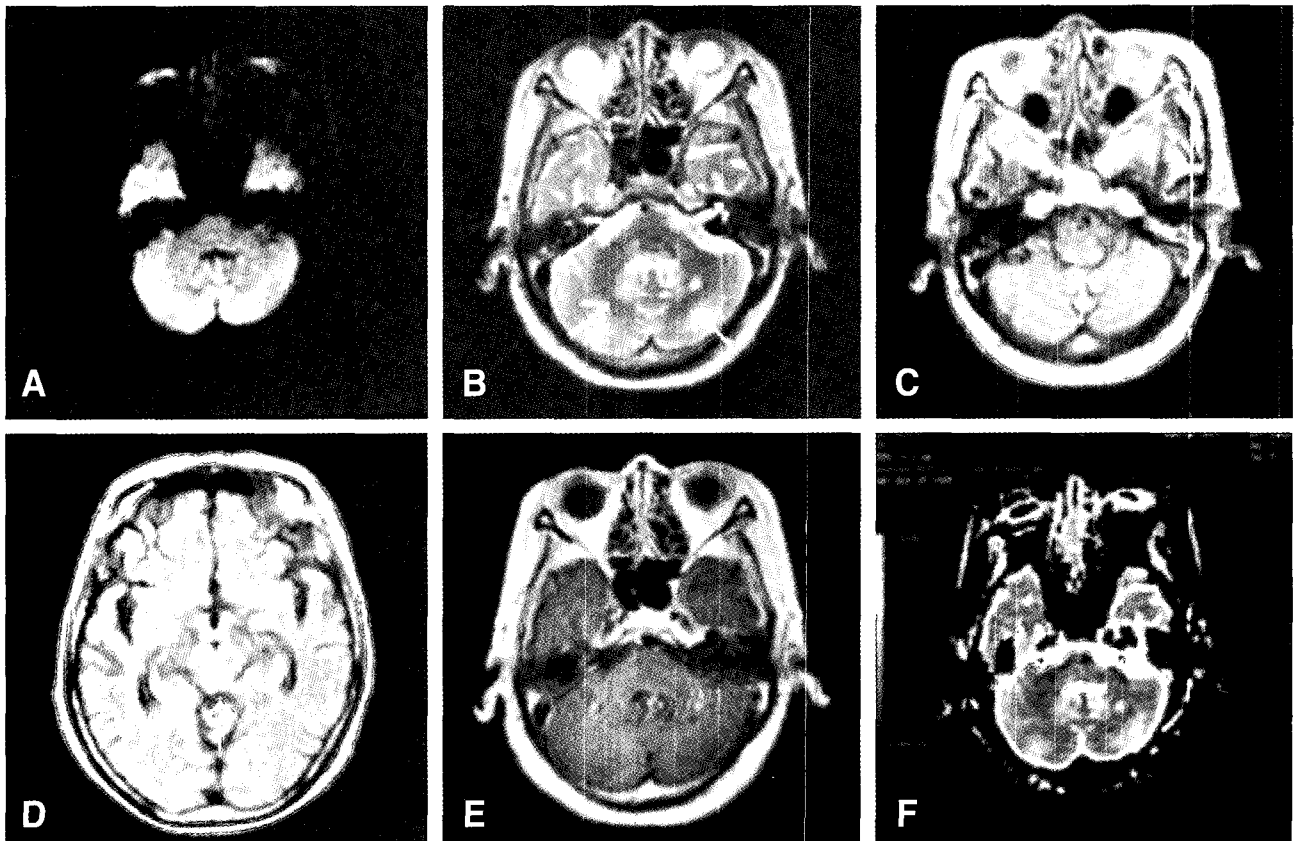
T2WI (B) and FLAIR image (C, D) show high signal intensity in bilateral dentate nucleus of cerebellum, posterior medulla and midbrain. However, the lesions are not enhanced in Gd-T1-enhancing image (E). DWI (A) show iso-signal intensity and ADC map (F) show high signal intensity.
